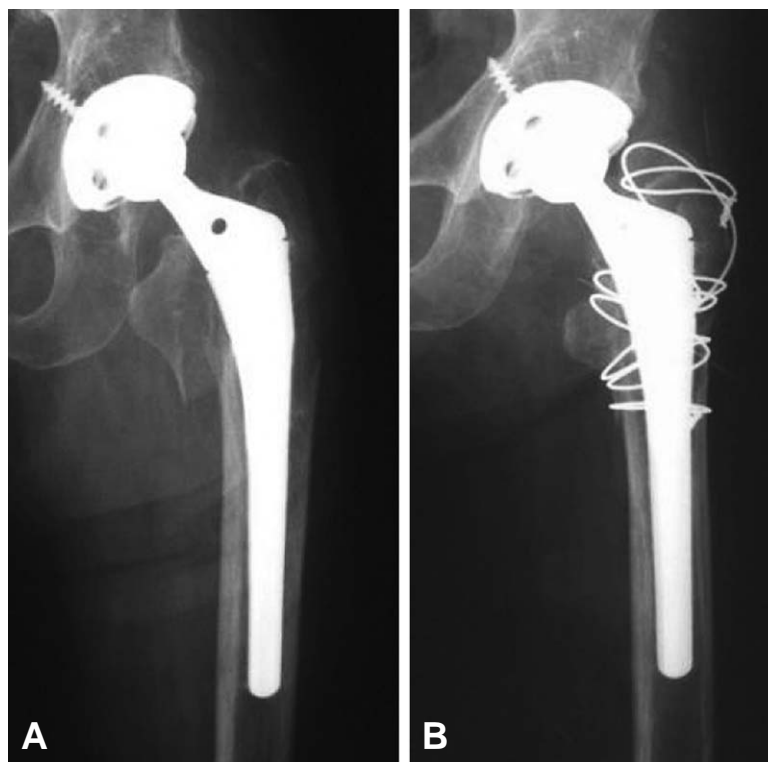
(A) Preoperative radiograph of the left hip showing Vancouver type A (A_L+A_G) periprosthetic femoral fracture. (B) Postoperative radiograph showing that fracture is reduced and fixed with cerclage wiring.
